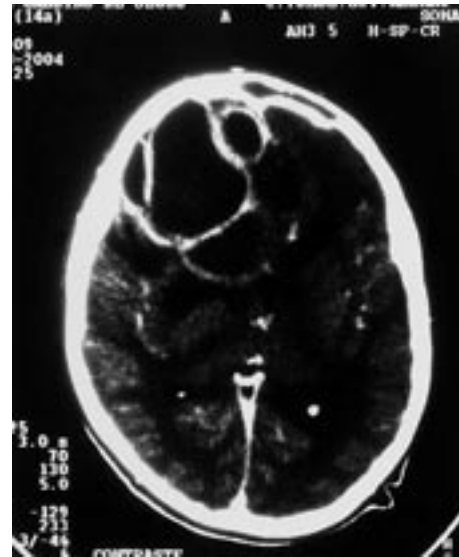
Tomografia computadorizada craniana com contraste. Abscessos múltiplos na região frontal direita, como complicação de sinusopatia frontal.
